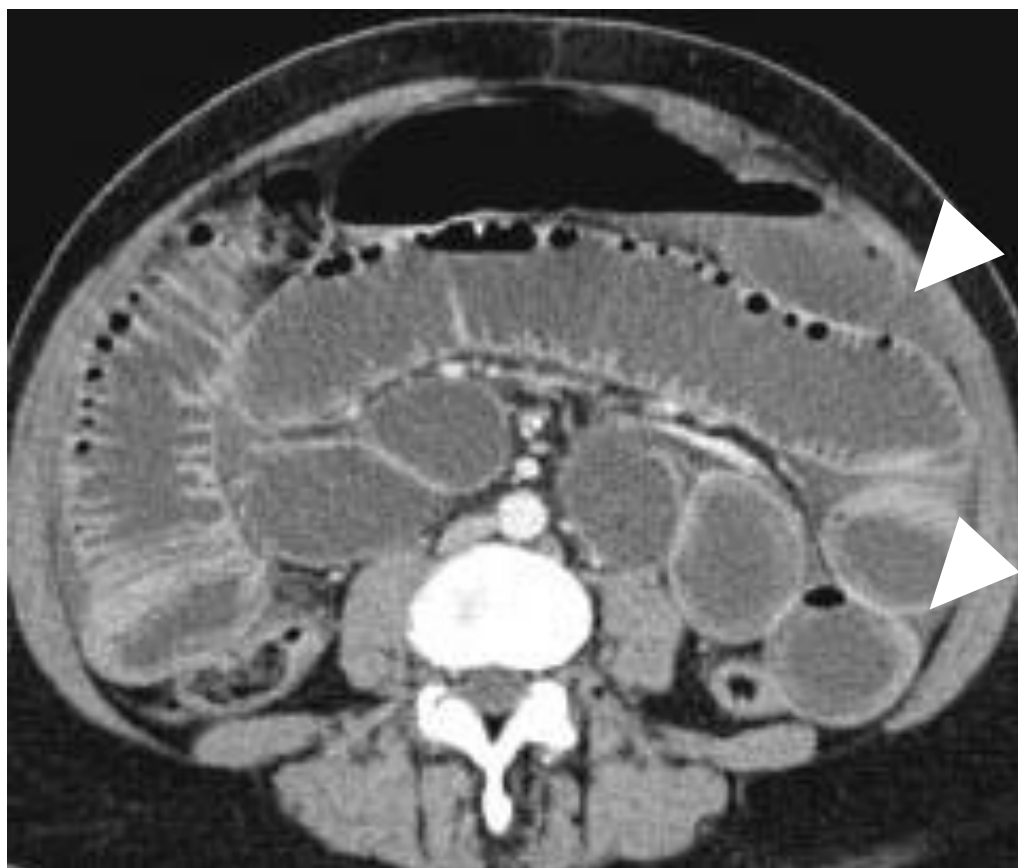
Tomografía computada donde se muestran signos de íleo objetivables por marcada distensión y dilatación de asas de intestino delgado ocupadas con líquido y con presencia de niveles hidroaéreos. Líquido libre interasas (punta de flechas). Nótese la falta de dilatación de asas colónicas (flechas) lo que indica que la obstrucción se ubica en el intestino delgado.
